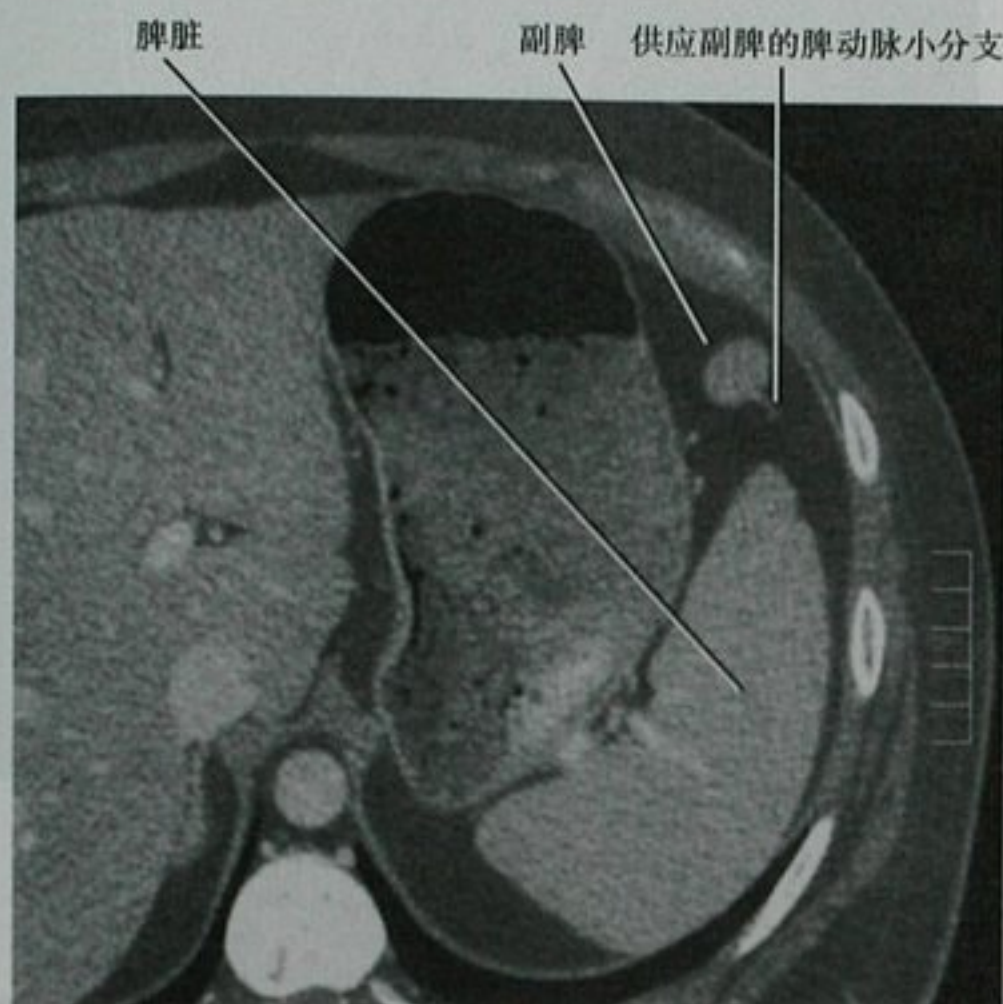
通过脾脏的增强横断面 CT 扫描图像显示副脾的动脉血供,这支血管在完整的 CT 图像中可追溯到脾门
